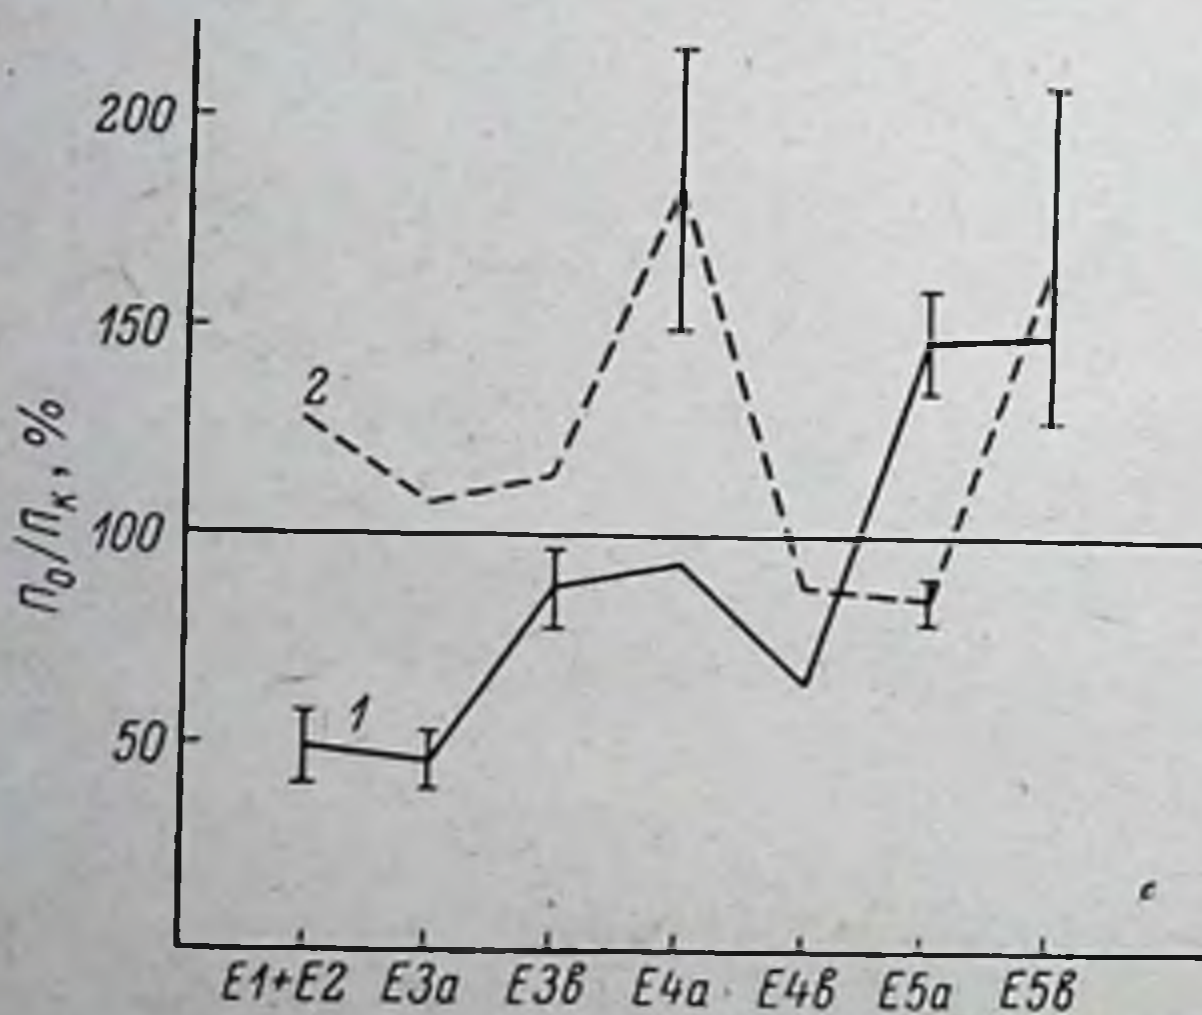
Кинетика эритроидного кроветворения в костном мозге изолированной грудины через 6 час. совместной перфузии с почкой.
